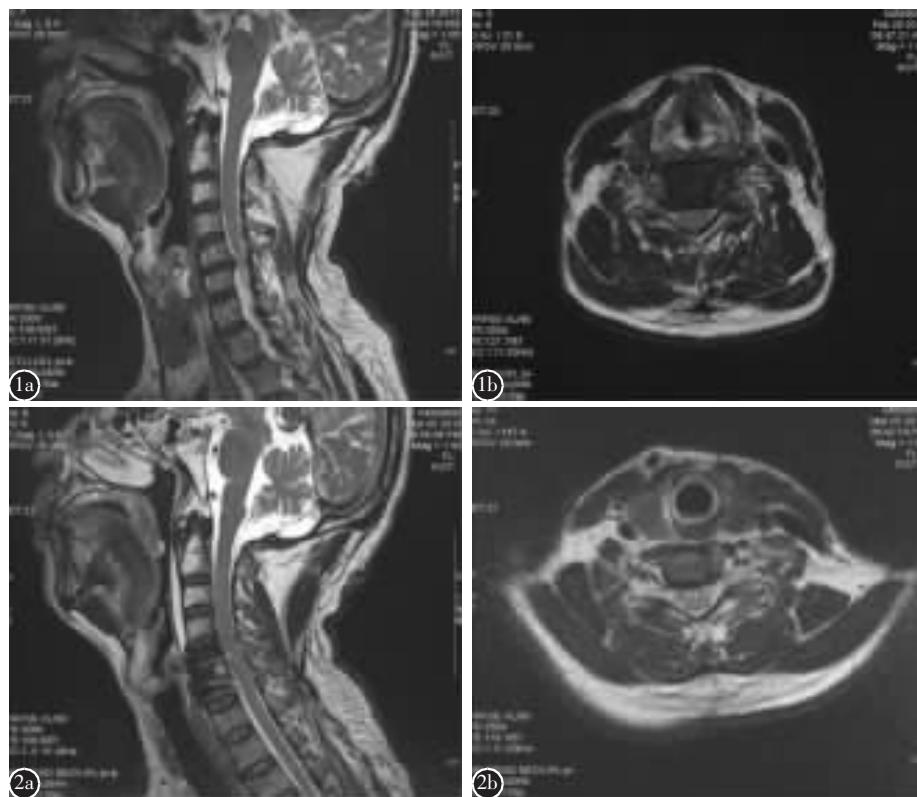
a,b 术前颈椎 MRI 示 C5/6 椎间盘突出,左侧神经根受压 图 2 a,b 术后颈椎 MRI 未见明显脊髓、神经根压迫
